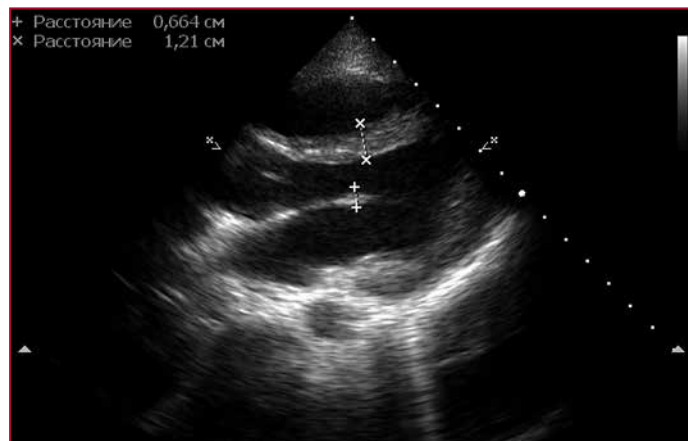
Эхокардиограмма ребенка Б., выполненная из парастернальной позиции по длинной оси
